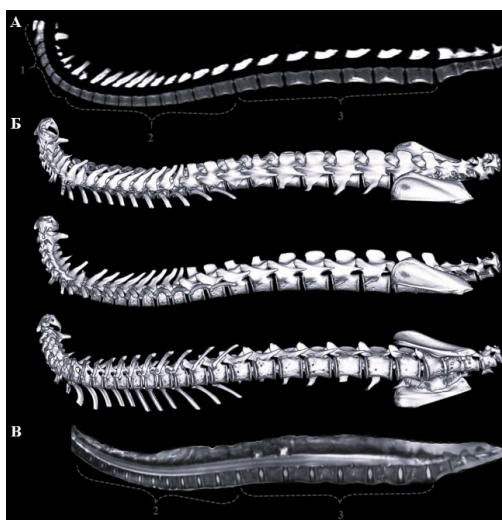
Строение позвоночника макаки яванского, самец, 5 лет (посмертное исследование, аутопсийный материал). А – компьютерная томография позвоночника в сагиттальной плоскости; Б – трёхмерная модель по данным компьютерной томографии (Optima CT660, General Electric, США); В – магнитно-резонансная томография (DISCOVERY MR750w, General Electric, США.) позвоночника в сагиттальной плоскости. 1 – шейный отдел позвоночника, 2 – грудной отдел позвоночника; 3 – поясничный отдела позвоночника. Фотографии из личного архива авторов.
